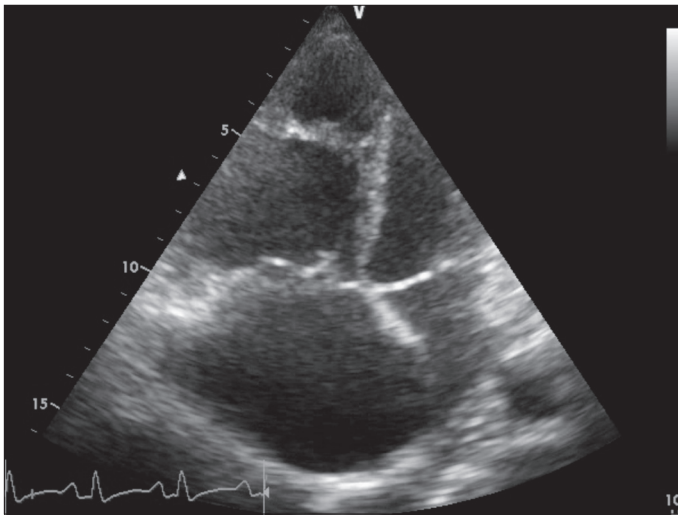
Parasternal uzun eksen M-mod incelemesinde ve apikal 4 boşluk görüntüde sağ ventrikülün dilate olduğu dikkat çekmektedir
